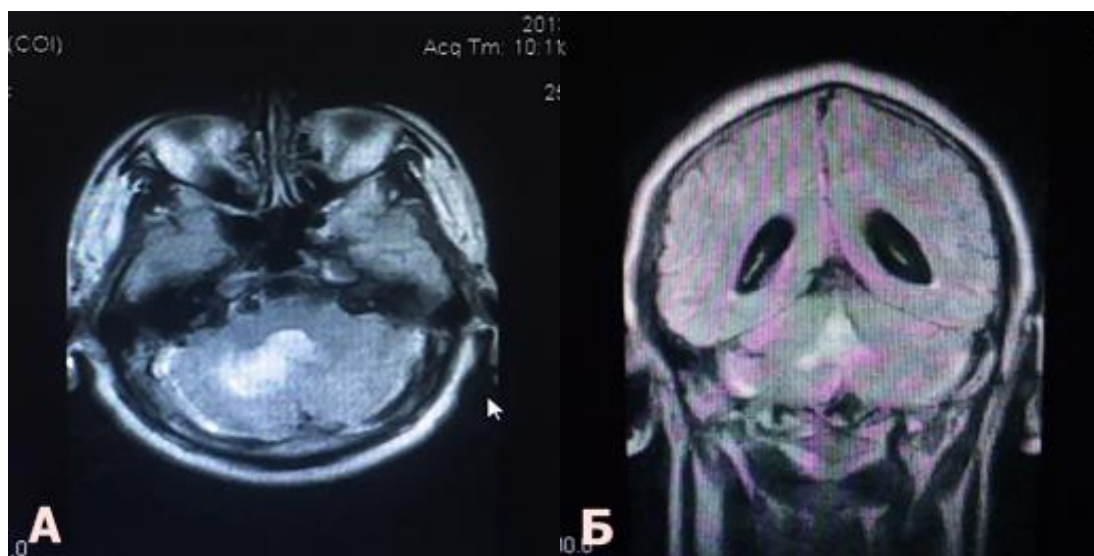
МРТ головного мозга: кровоизлияние в правое полушарие мозжечка с прорывом в VI желудочек, (А), признаки окклюзионной гидроцефалии (Б).
